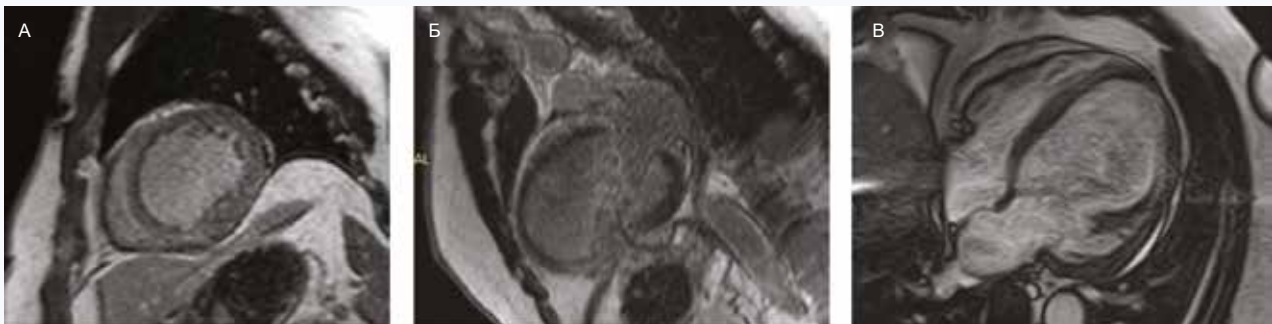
МРТ-исследование сердца пациента А. с парамагнитным контрастным усилением и ЭКГ синхронизацией. А – исследование в режиме инверсия-восстановление, срез на уровне середины длинника левого желудочка по короткой оси. Б – также инверсия-восстановление, срез по длинной оси, двухкамерная позиция. В – конечно-диастолический кадр исследования в кино-режиме. На фоне распространенного диффузного включения парамагнетика, умеренной и малой интенсивности, в миокард левого желудочка отмечается венкулодилатация и его диффузная гипокинезия
